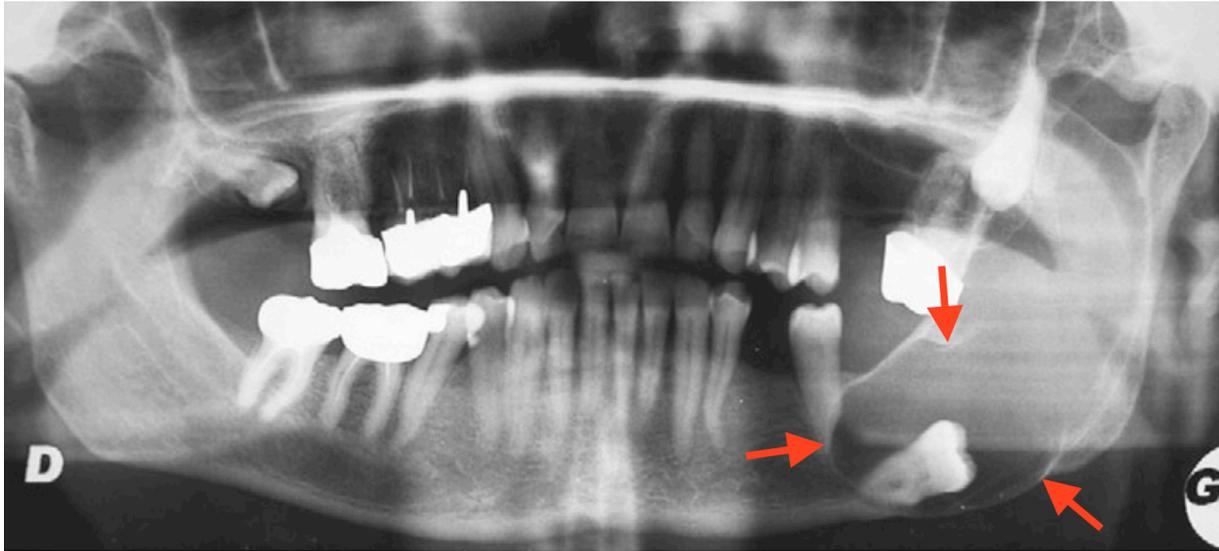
Lésion radioclaire bien délimitée développée dans la branche horizontale, l'angle et la branche montante de la mandibule (orthopantomogramme) [44].
